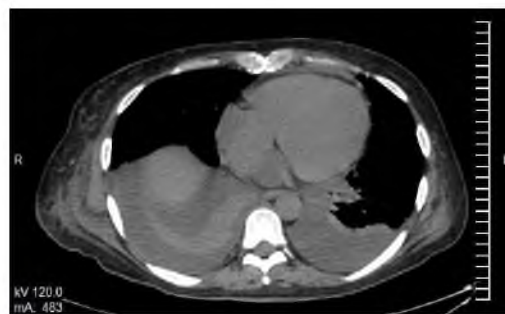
МСКТ больной Ц, 28.12.2015.
